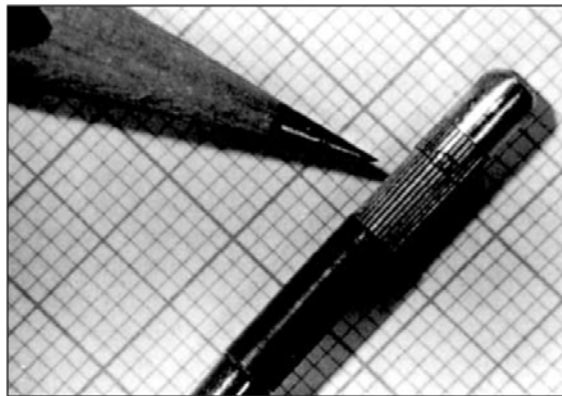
Cathéter à ultrasons à réseau phasé de 32 éléments, élaboré par Bom au début des années 1970 [7].
